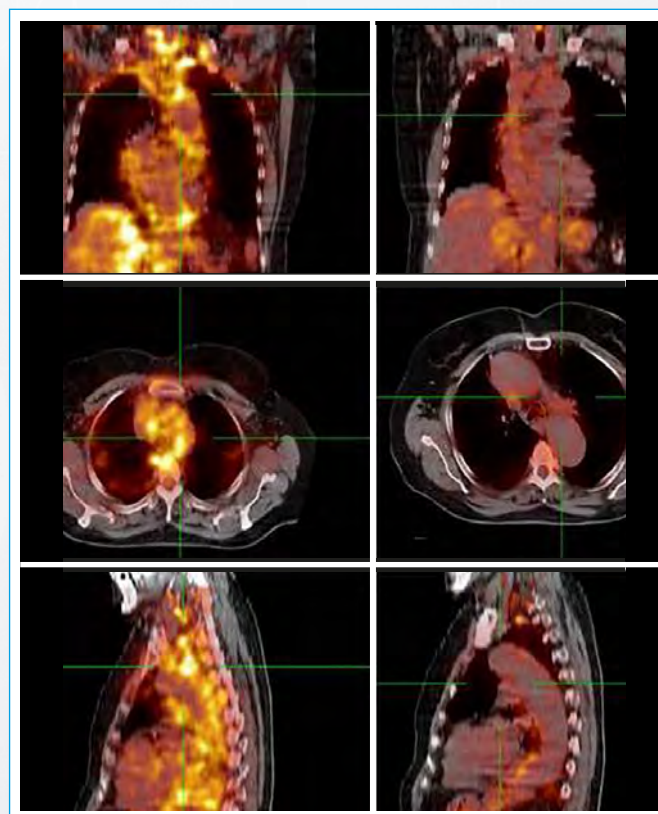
118 FDG-PET/TC comparativo: previo al tratamiento con corticoides e inmunosupresores (*izquierda*) y posterior al mismo (*derecha*)
